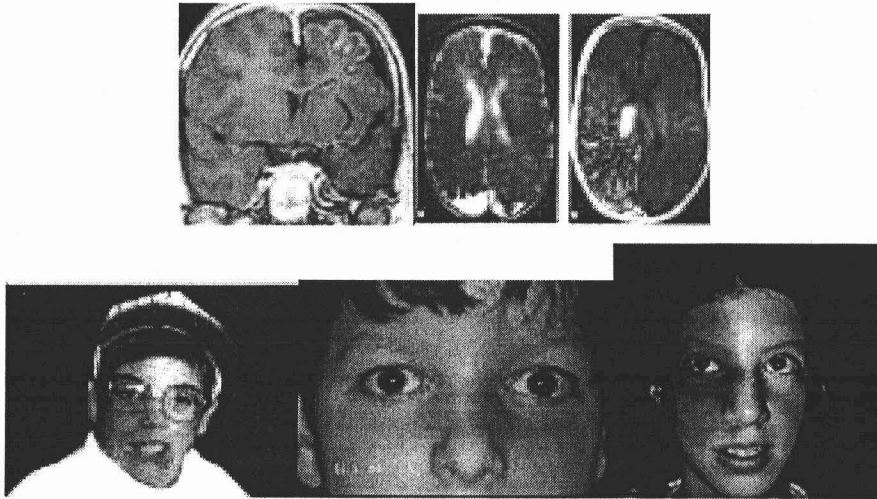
Tomografía e imagen clínica del Síndrome de Sturge-Weber
